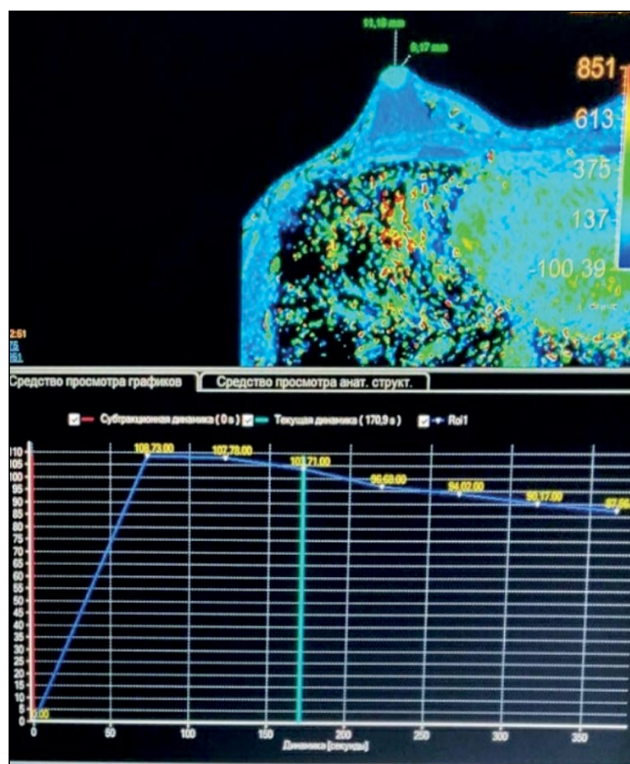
Аденома соска на магнитно-резонансной томографии (параметрическая карта): образование правого соска с быстрым контрастным усилением и последующим сбросом, III тип графической кривой.
